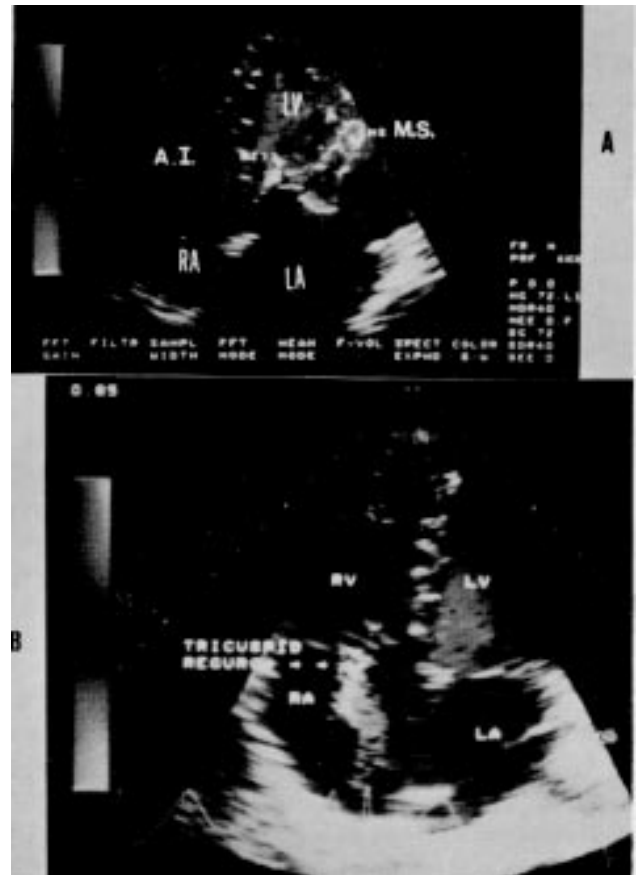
Posição apical 4 câmaras mostrando um jato de estenose mitral (MS). Uma zona central de "aliasing" é observada. Um jato devido a refluxo aórtico também é observado no trato de saída do Ve (AI); B) Posição apical 4 câmaras demonstrando um jato secundário a insuficiência tricúspide (Tricuspid Regurg.) dirigindo-se ao septo interatrial. (Reprodução em branco e preto).
